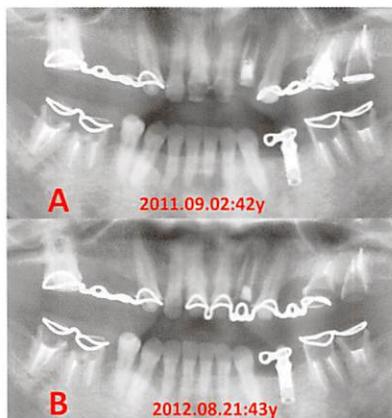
症例1。A：|2の根管治療中のパノラマX線写真（2011.09.02）。
